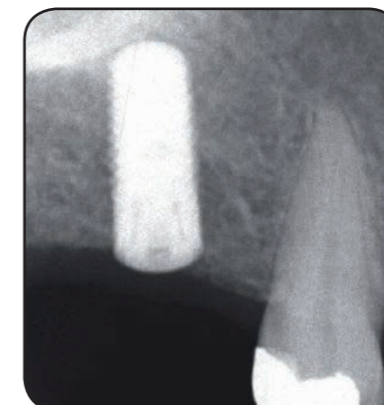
Postoperative Röntgenaufnahme.
